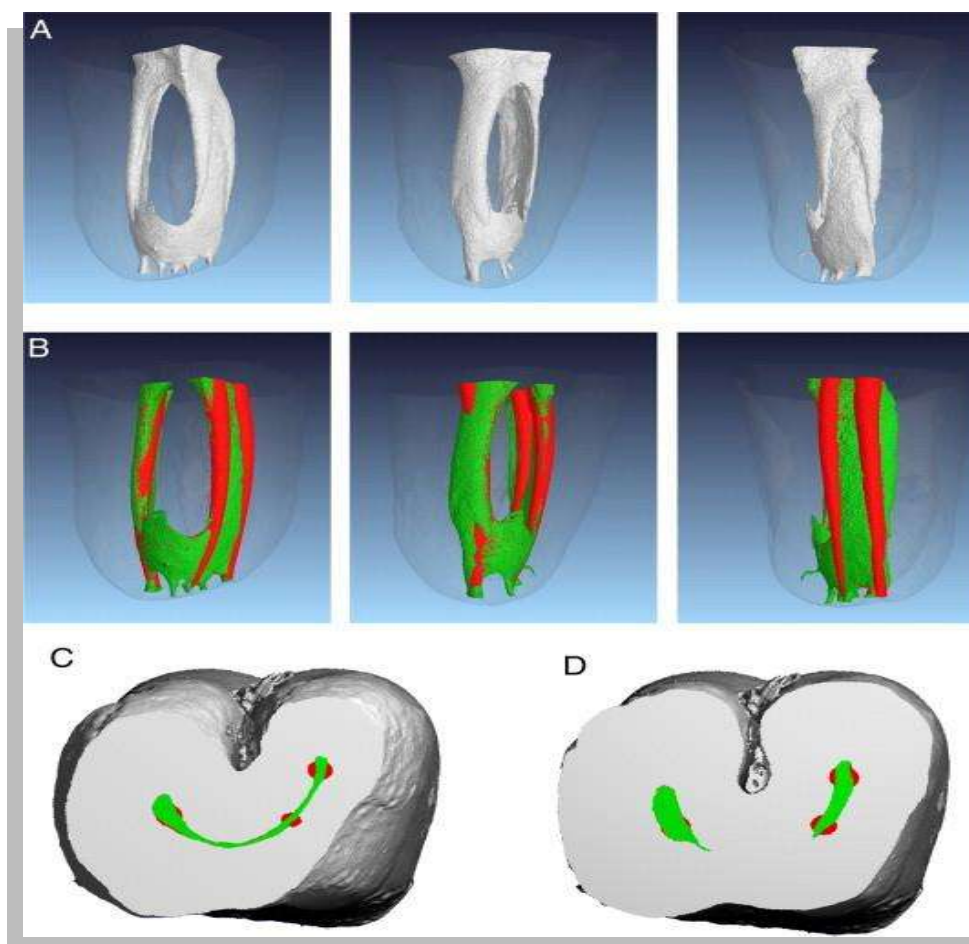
Figura LXXX. Molares mandibular y maxilar con sistemas de conductos en C. Se aprecia la información limitada que proporcionan las radiografías convencionales (Solomonov, 2012).
